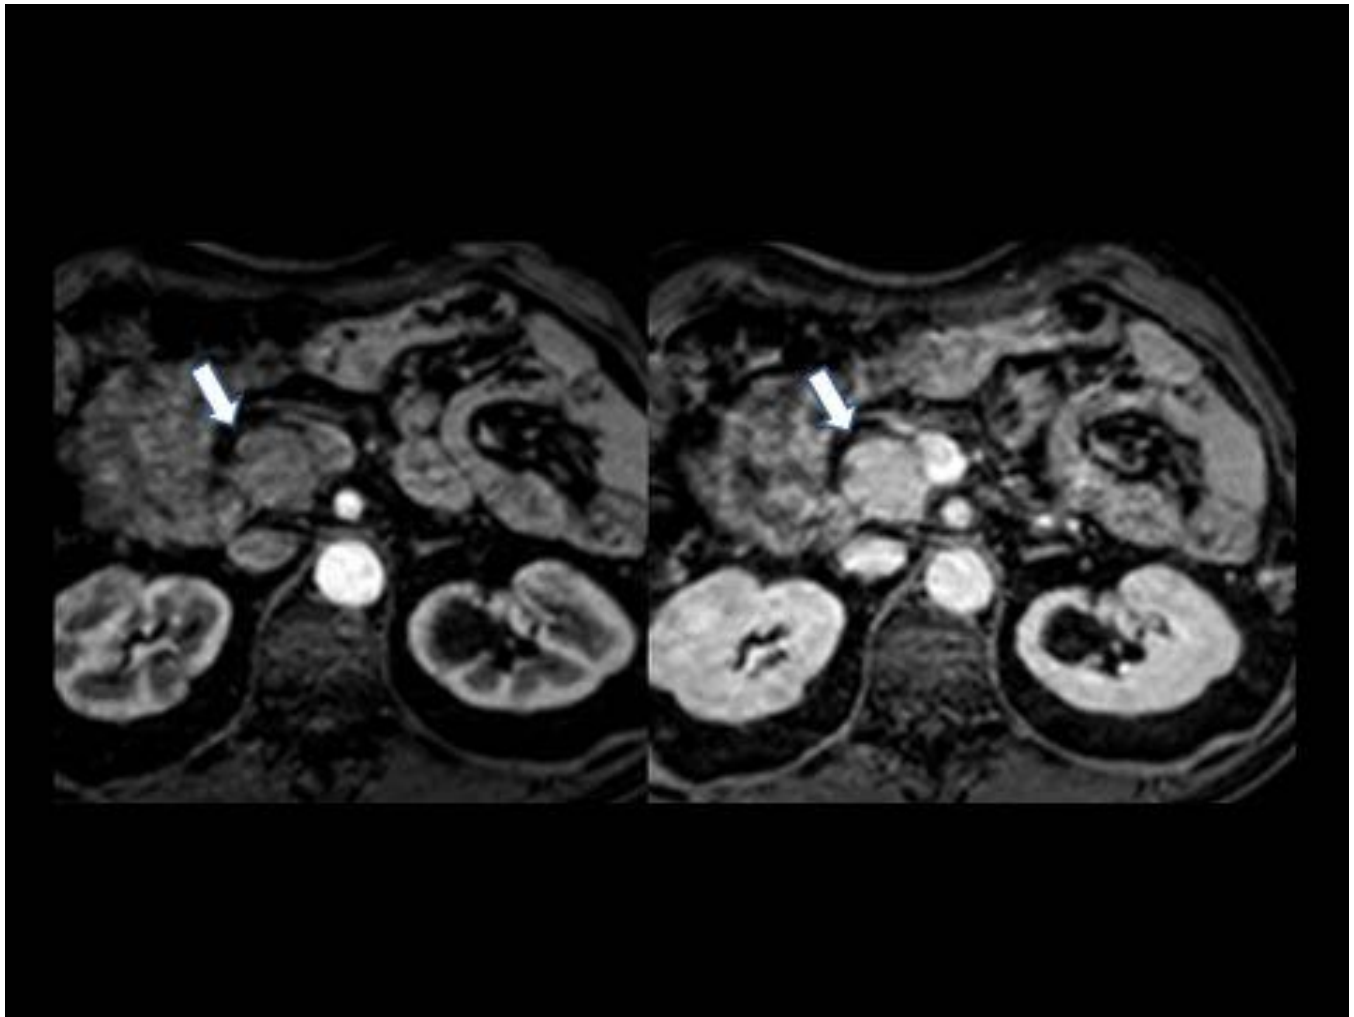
Cortes axiales de RM, secuencia T1 con contraste. Atrofia de la glándula pancreática tras tratamiento con corticoides en paciente con PAI asociada a IgG4.
